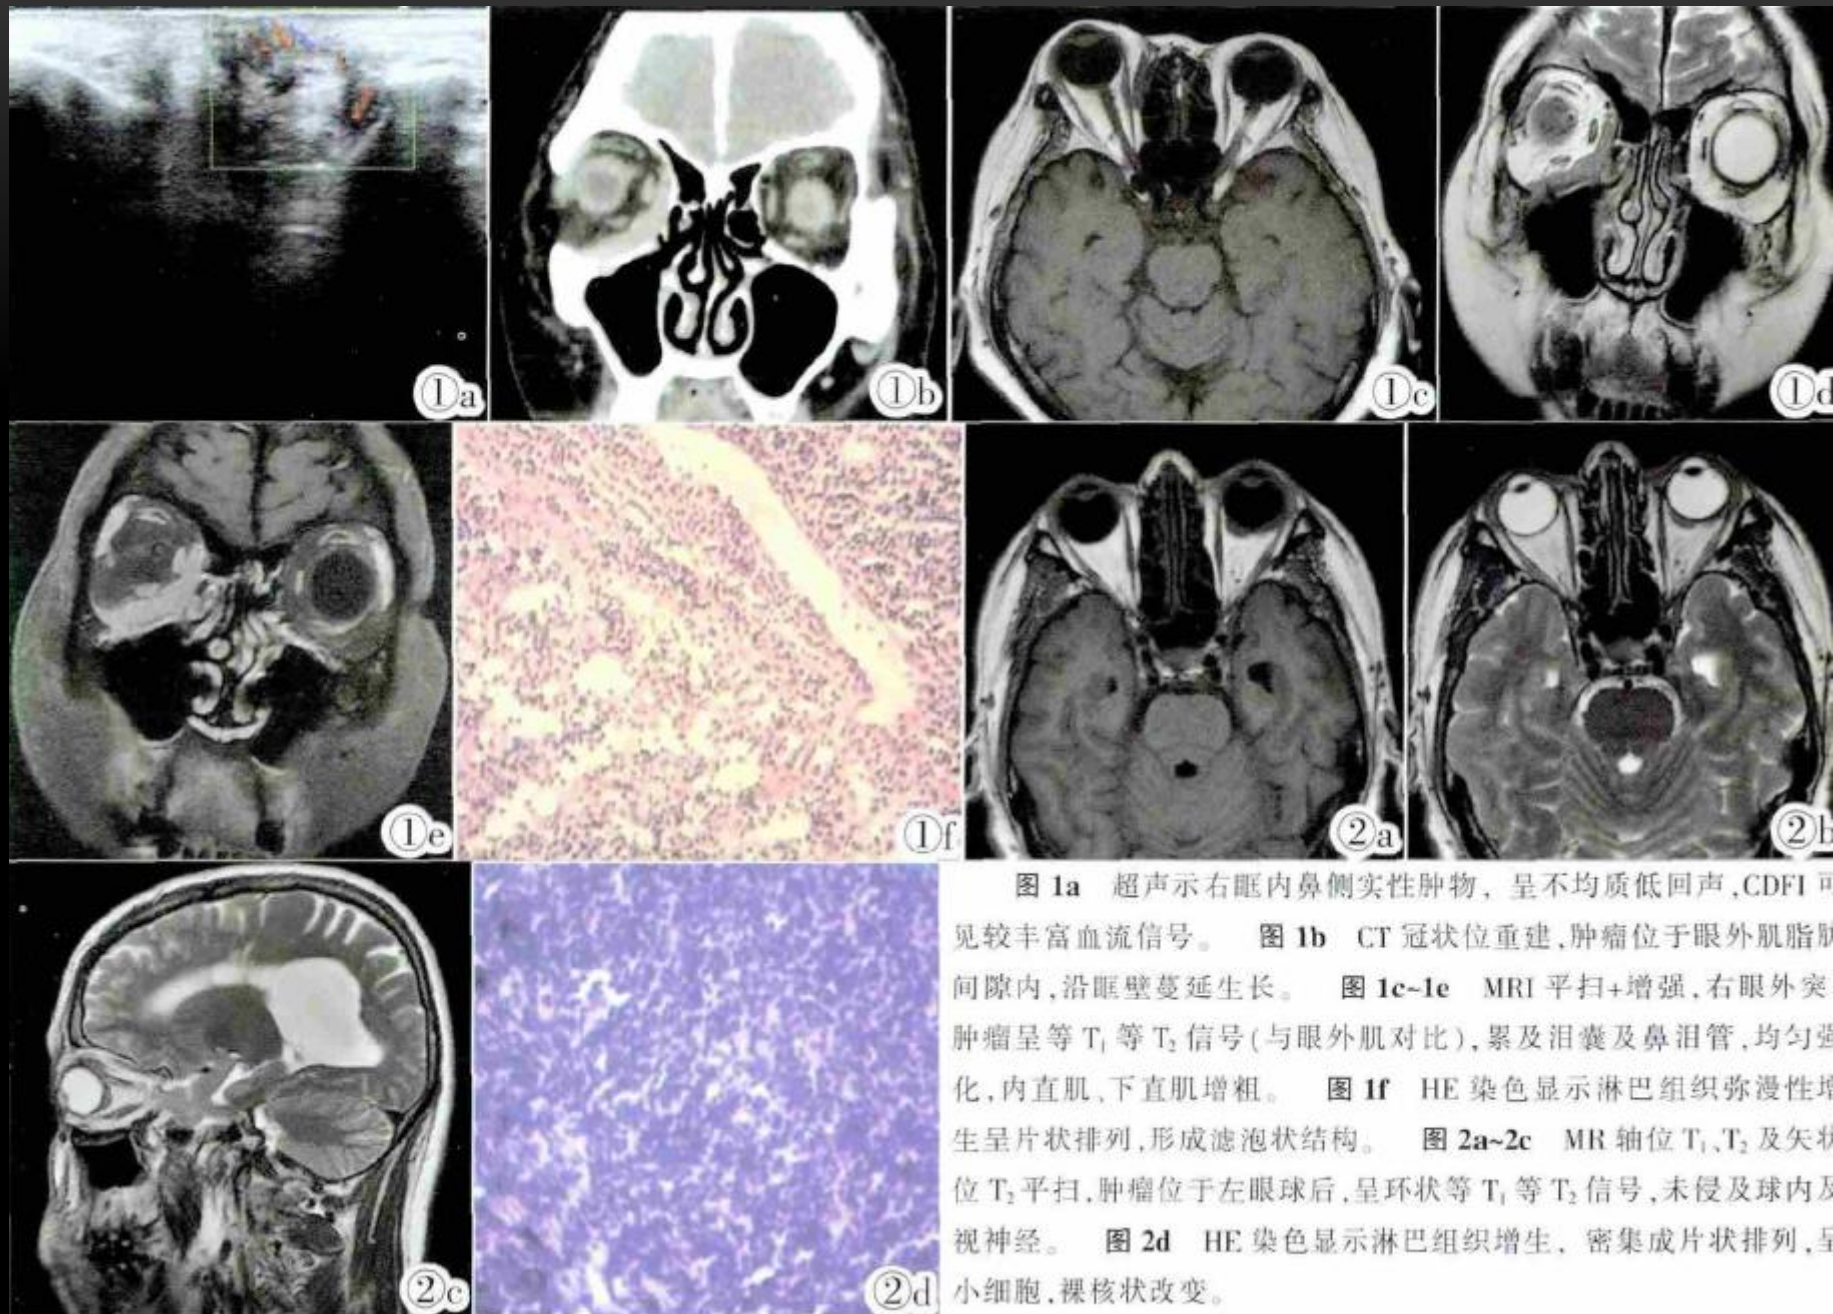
超声示右眶内鼻侧实性肿物, 呈不均质低回声, CDFI 可见较丰富血流信号。图 1b CT 冠状位重建, 肿瘤位于眼外肌脂肪间隙内, 沿眶壁蔓延生长。图 1c-1e MRI 平扫+增强, 右眼外突肿瘤呈等 T_1 等 T_2 信号(与眼外肌对比), 累及泪囊及鼻泪管, 均匀强化, 内直肌、下直肌增粗。图 1f HE 染色显示淋巴组织弥漫性增生呈片状排列, 形成滤泡状结构。图 2a-2c MR 轴位 T_1 、 T_2 及矢状位 T_2 平扫, 肿瘤位于左眼球后, 呈环状等 T_1 等 T_2 信号, 未侵及球内及视神经。图 2d HE 染色显示淋巴组织增生, 密集成片状排列, 呈小细胞, 裸核状改变。
